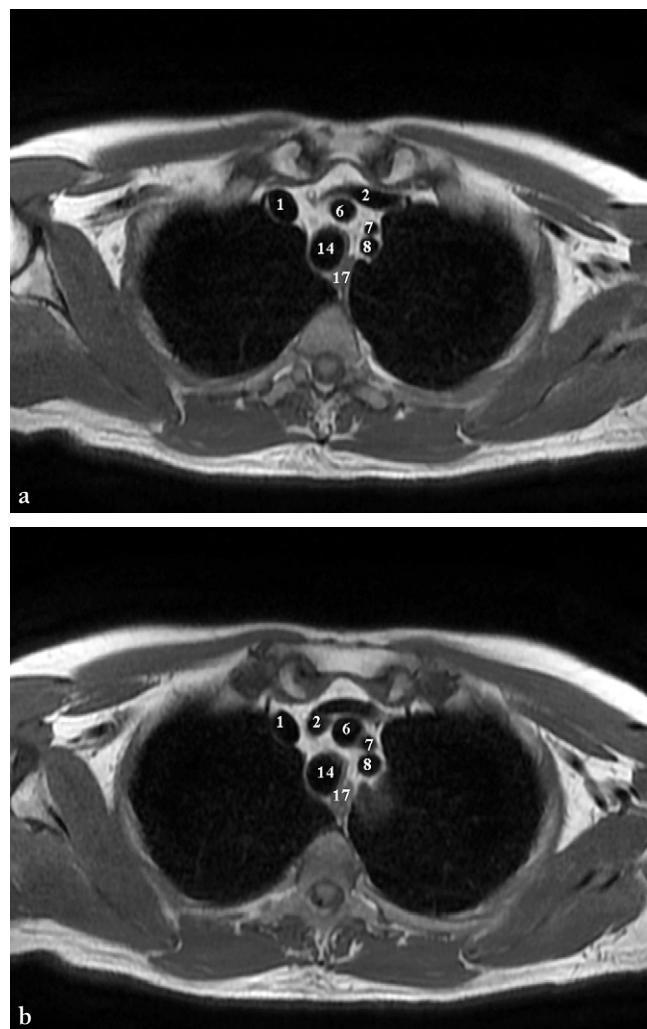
IRM du médiastin.
